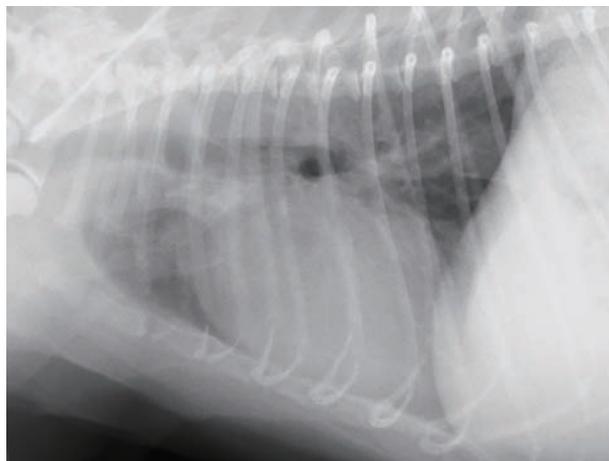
表2-症例2の胸部X線画像所見。肺野にびまん性間質陰影を認めた。心拡大も合併していた。CRP0.25mg/dL。飼い主希望により在宅看護を選択したが、30日後に肺水腫が悪化し死亡した
